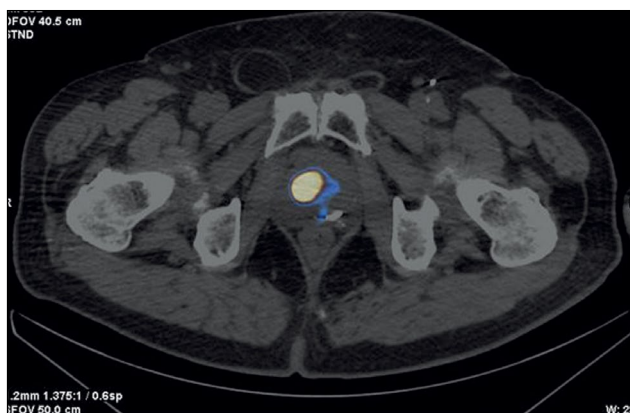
患者G, 84岁。^{99m}Tc-HYNIC-PSMA的SPECT/CT, 轴向面: 前列腺右叶中部过渡区的放射性药物积累灶。
